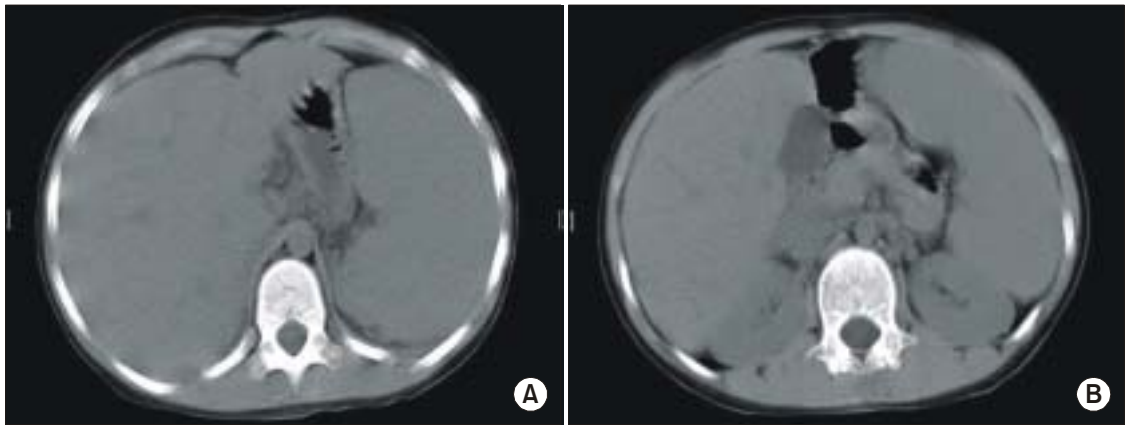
Abdominal CT shows hepatosplenomegaly and lymph nodes enlargement in porta hepatis and portocaval space (A). Collateral vessels (gastrohepatic space) and splenorenal shunt suggest portal hypertension (B).
